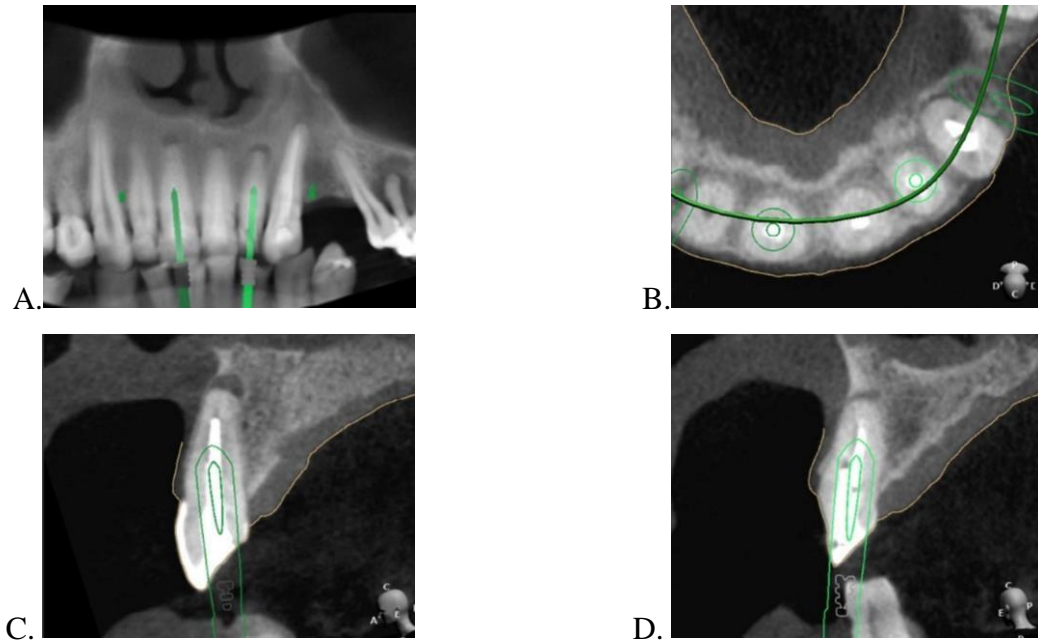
Tomografia computadorizada de feixe cônico. A. Corte frontal. B. Corte coronal. C. Corte axial elemento 11. D. Corte axial elemento 22.
